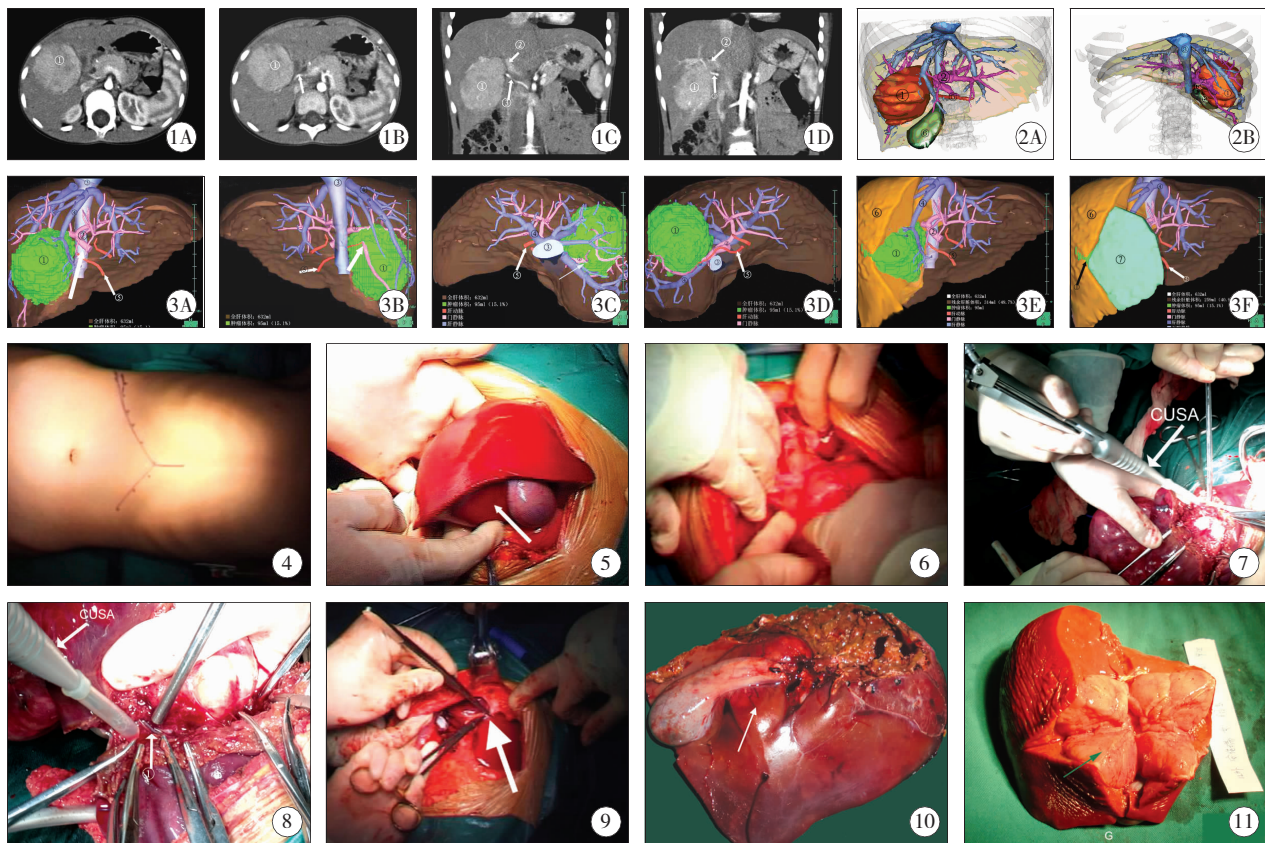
1A~1D 多螺旋 CT 三维重建图像 图中①肝脏肿瘤，②门静脉，③肝动脉。经多平面重组技术(MPR)所得三维重建图像，可以粗略的辨别肿瘤的位置及其与门静脉的主干关系密切。但无法准确判断肿瘤与门静脉及其分支、肝动静脉之间的解剖关系，对于手术是否能够顺利成功进行判断模糊；图 2~A、B：手术模拟成像：①肝脏肿瘤；②门静脉；③下腔静脉；④肝静脉；⑤肝动脉；⑥胆囊；图 3A：箭头所示肿瘤与门静脉主干之间有一定距离，判断肿瘤可成功切除；B：箭头所示处清晰可见肿瘤浸润门静脉右支主干；E：图中⑥所代表区域为切断门静脉右支主干后可见肝脏缺血范围；F：图中⑦所代表门静脉右干第二供血区域，切断门静脉右干后，此区域缺血，术前判定术中需要一并切除；A~F 小儿肝脏计算机手术模拟系统实时模拟图像 图中①：肝脏肿瘤；②：门静脉；③：下腔静脉；④：肝静脉；⑤：肝动脉；图 4 切口选择；图 5 探查肿瘤，箭头所示肿瘤位于肝门部；图 6 解剖第一肝门；图 7 运用超声吸引装置——CUSA 切断肝脏；图 8 CUSA 切肝可将肝内管道结构显示清楚，图中箭头①为 CUSA 分离出的肝内小血管；图 9 CUSA 切肝可将肝内管道结构显示清楚，图中箭头①为 CUSA 分离出的肝内小血管；图 10 大体标本，箭头所示为累及肝门部肝脏肿瘤；图 11 术后将肝脏剖开，箭头所示处为肝脏肿瘤与术前计算机手术模拟系统保持高度一致。
